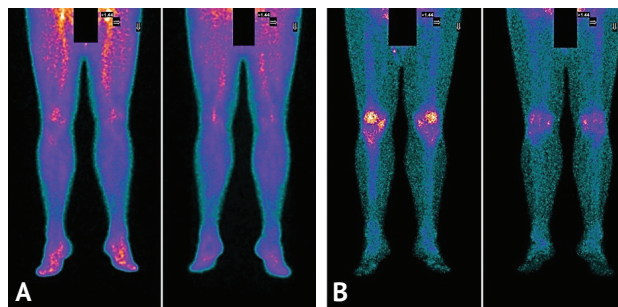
Пациент К., контроль через 6 месяцев. Трехфазная сцинтиграфия с ^{99m}Tc -пирфотехом (А — тканевая фаза; В — костная фаза). В тканевую и костную фазы слева и справа накопление радиофармпрепарата определяется на всех уровнях до стоп включительно
